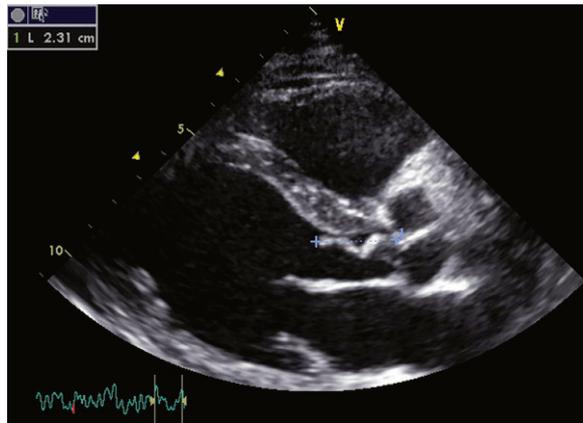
Endocardite infectieuse (EI) aortique. Échographie transthoracique (ETT).
